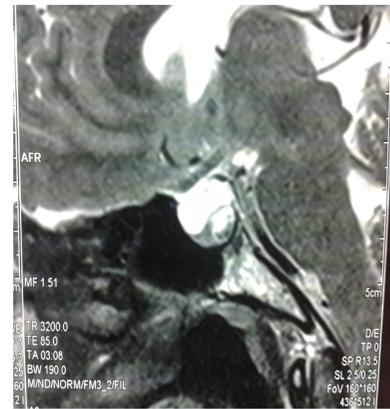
Figure 1. KPR à l'IRM hypophysaire après injection de gadolinium.
